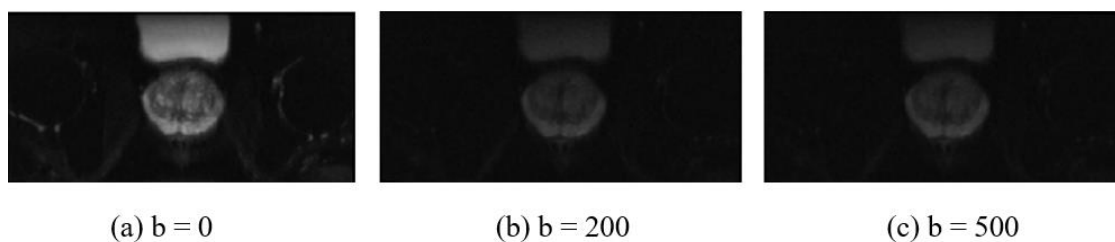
Ejemplo de imagen RM DWI para diferentes valores de b .
